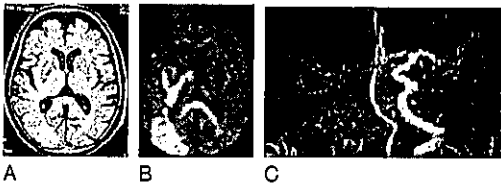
アテローム血栓性梗塞例。MRIのFLAIR画像(A)では、右後頭葉にわずかな高信号域(梗塞巣)を認めるのみだが、DWI(拡散強調画像)(B)では、右後頭葉、大脳基底核、内包に高信号域を認める。MRA(C)では右内頸動脈閉塞(描出されていない)を認める。
